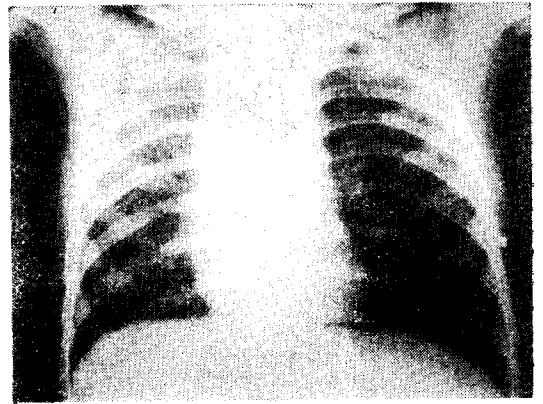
증례 2의 X-ray 흉부 단순촬영 사진, 좌측 폐 특히 하엽이 X-ray 투과성이 심히 증가하였고 폐혈관상이 거의 나타나지않은 폐기종상이며 폐의 과팽창으로 종격동과 심장이 반대측으로 많이 이동 되었다.
